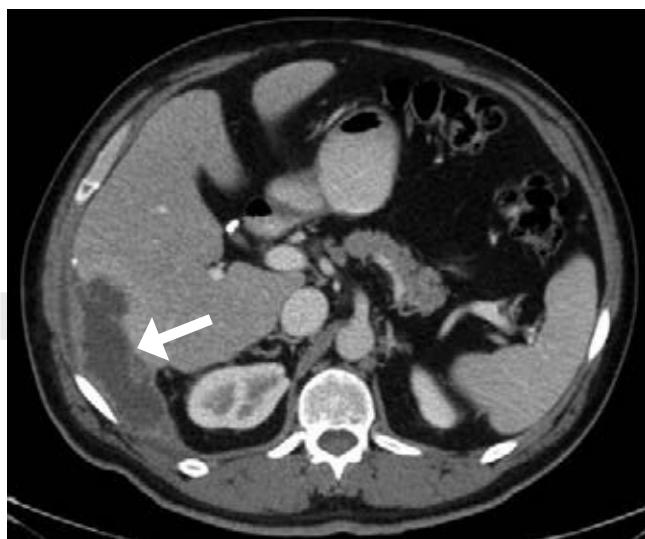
Corte de tomografía axial computarizada con contraste intravenoso. La flecha muestra el absceso hepático.
